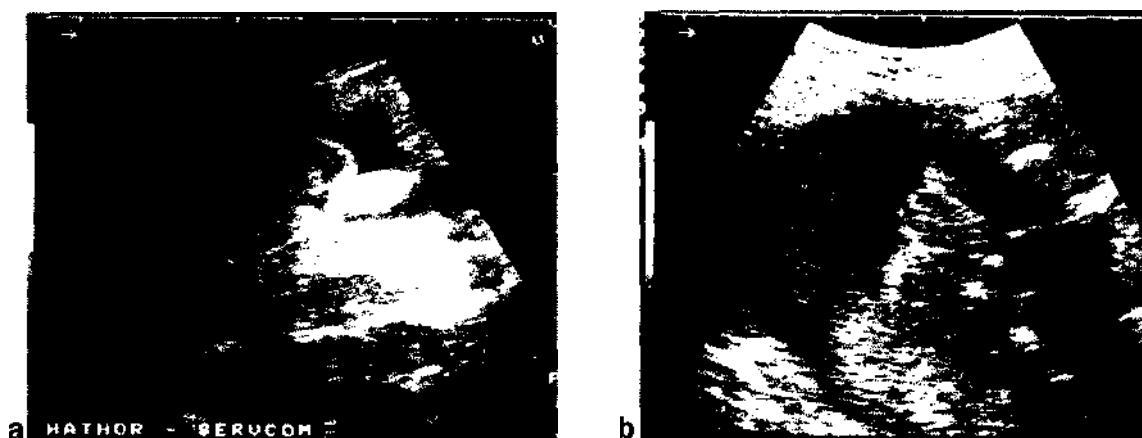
Imaginea ecografică a sexului fetal: a - sexul masculin; b - sexul feminin
